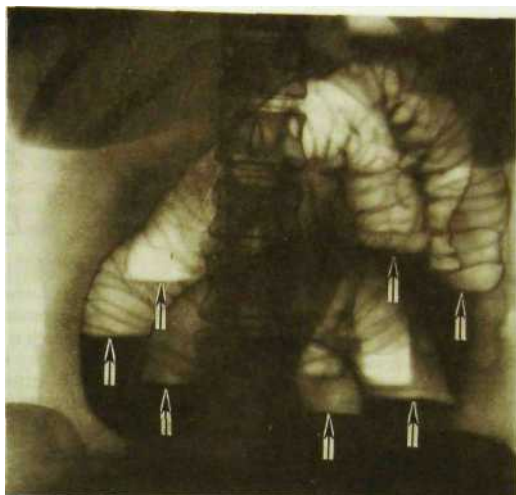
117. Обзорная рентгенограмма живота. Острая механическая непроходимость тонкой кишки. Кишечные петли раздуты газом, в них имеются многочисленные уровни жидкости (указаны стрелками).
